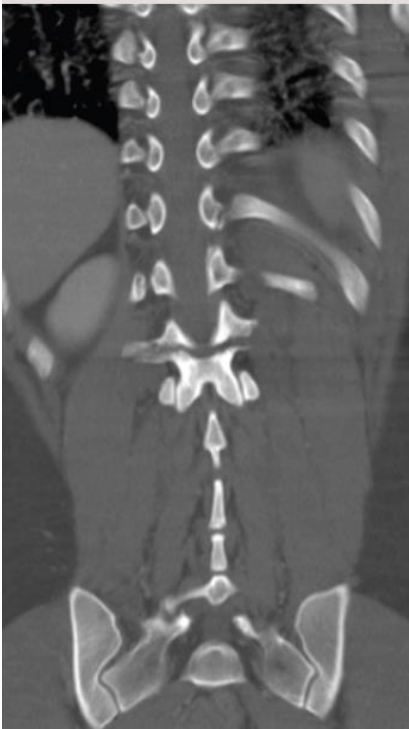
"Lesión tipo B1 Clasificación AO/ASIF en tomografía"
